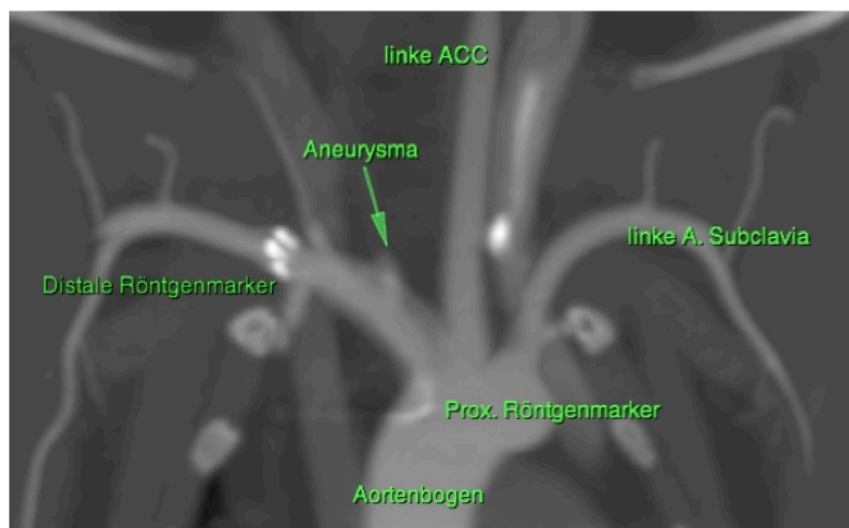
CTA mit Darstellung der supraaortalen Gefäße mit guter Sichtbarkeit der Röntgenmarker des Stents und einer Restperfusion des Aneurysmas. Das Maschensystem des Devices war nicht zu erkennen.
